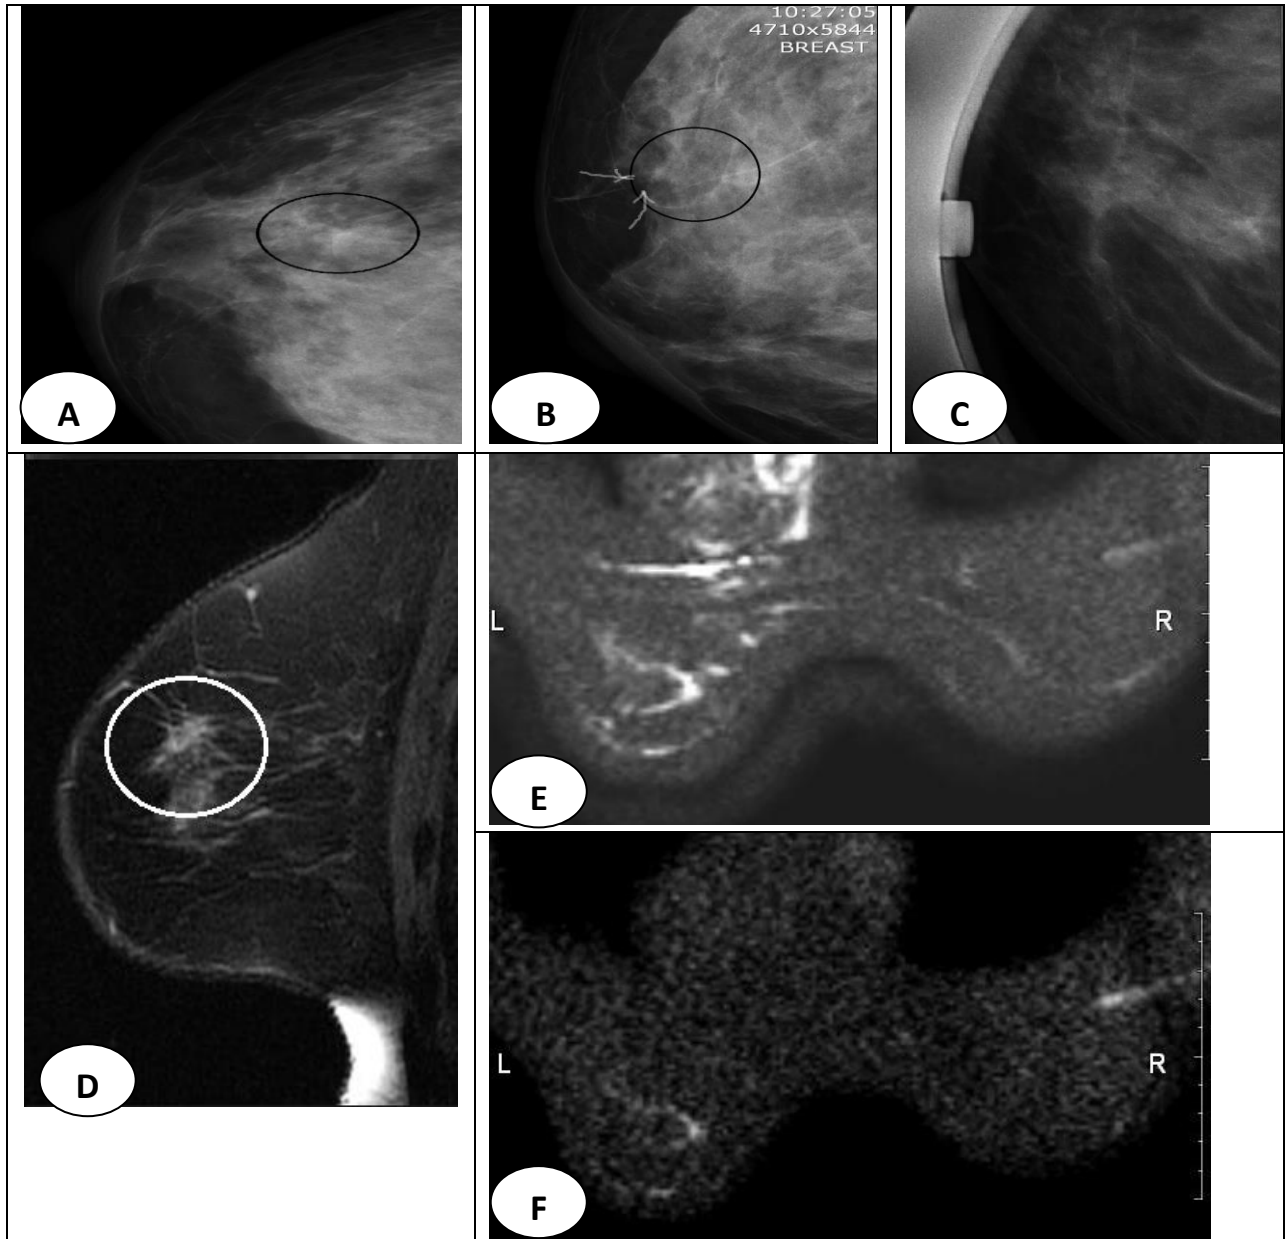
Фрагменты РМГ левой МЖ в прямой (А) и косой (В) проекциях: на границе верхних квадрантов определяется участок локальной тяжистости 6x10мм с деформацией окружающей паренхимы, распластывающийся при локальной компрессии (С). МРТ – МГ: участок по типу ЛТ в сагиттальной проекции (D), гиперинтенсивного МР-сигнала в режиме DWI с b-фактором 500 (E) и с b-фактором 1000 (F)
